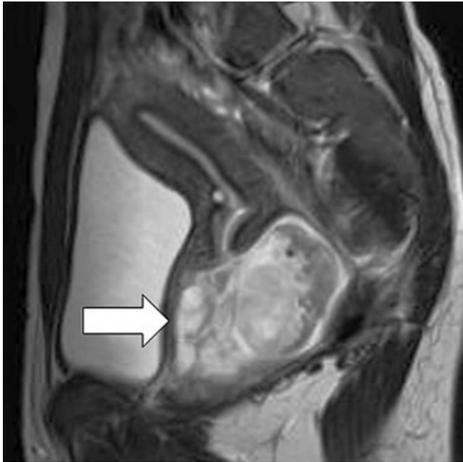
Imagen sagital de resonancia magnética. La flecha muestra la tumoración de origen vaginal
